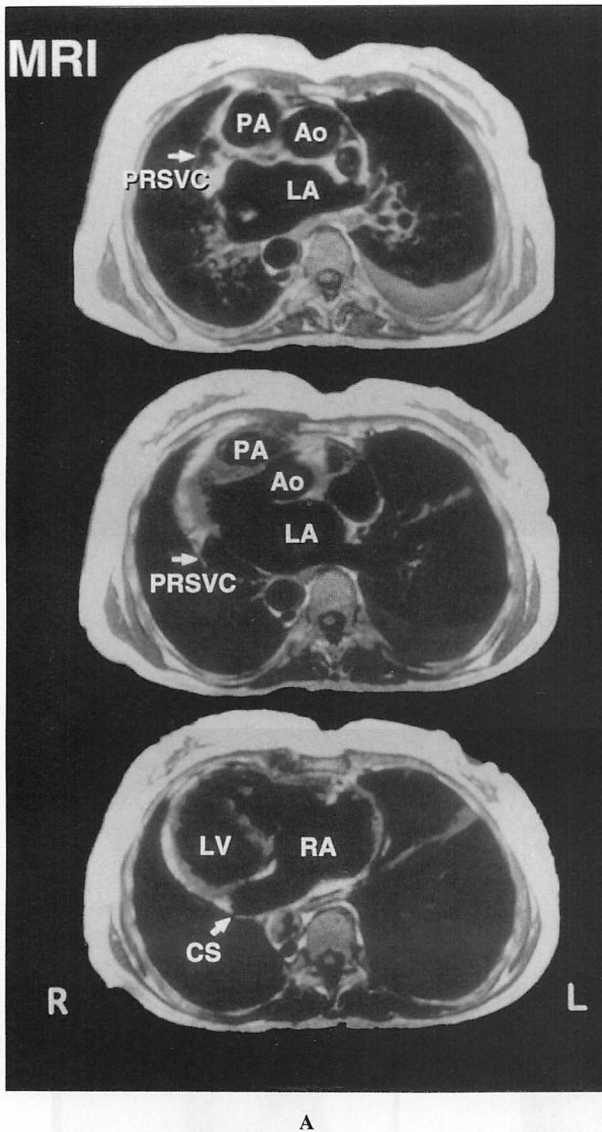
Magnetic resonance imaging (MRI)
